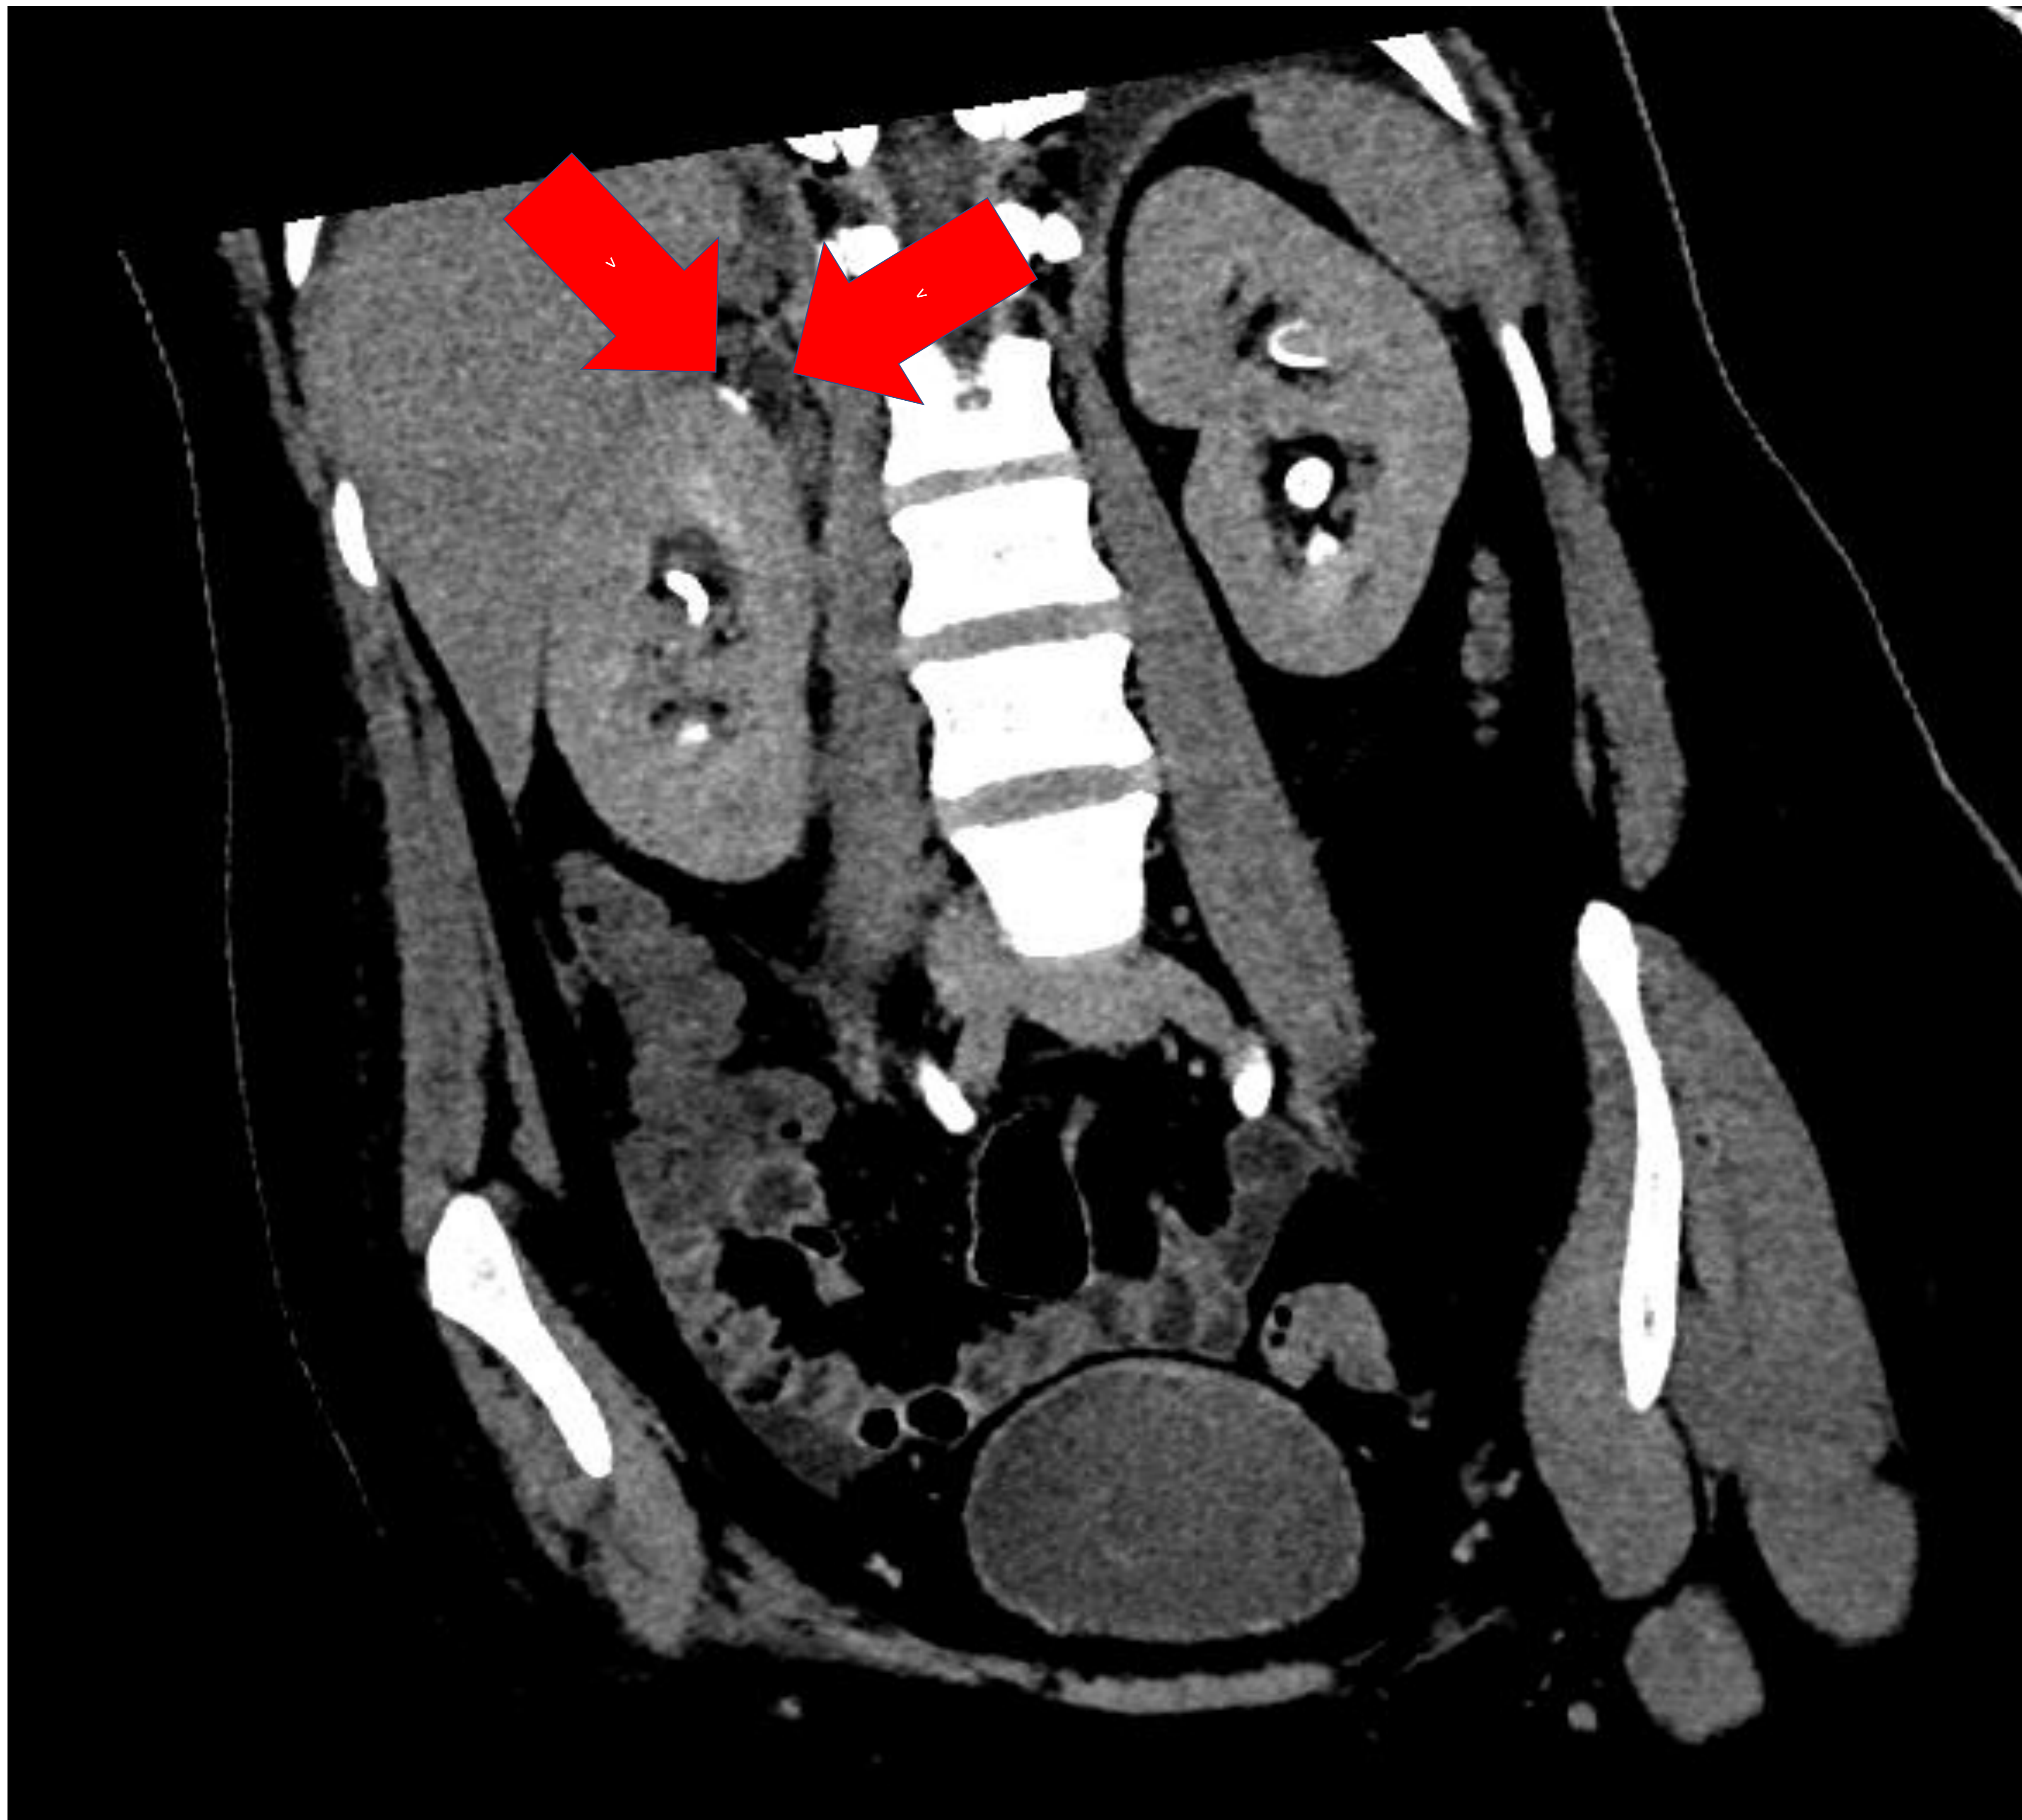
(TC coronal con contraste en fase excretora).
